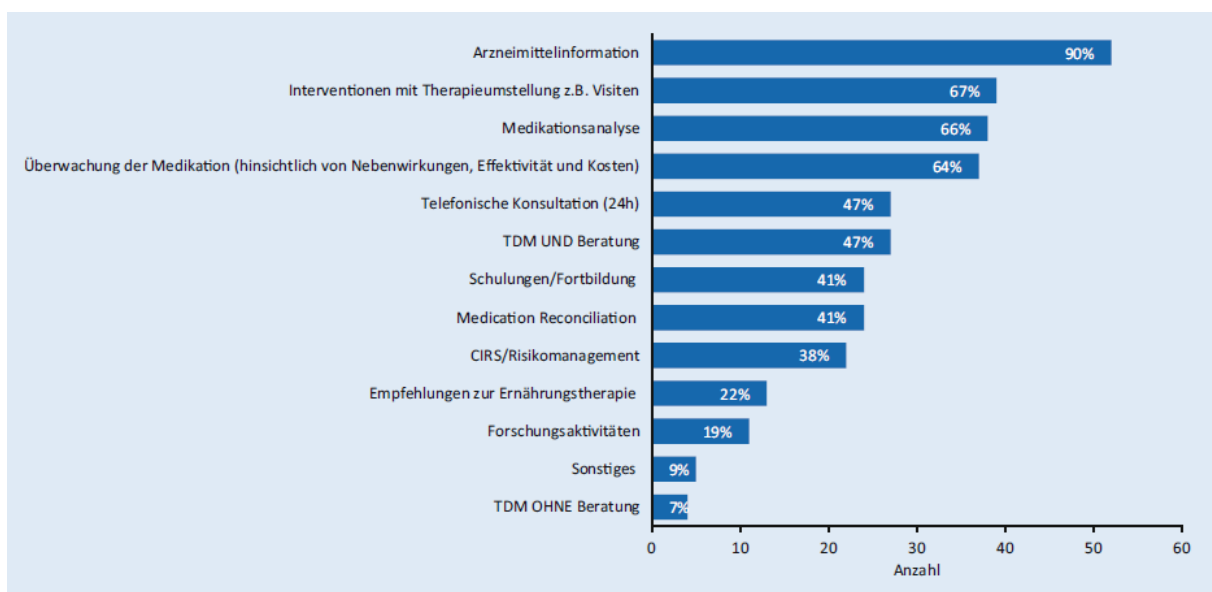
Pharmazeutische Tätigkeiten die laut einer Umfrage aus 2023 in Deutschland im Rahmen der Betreuung von Intensivstationen ausgeführt werden. Mehrfachauswahl möglich; Teilnehmer mit pharmazeutischer Betreuung n=58. TDM= therapeutisches Drug Monitoring, CIRS= Critical Incident Reporting System (Hilgarth et al., 2023)
